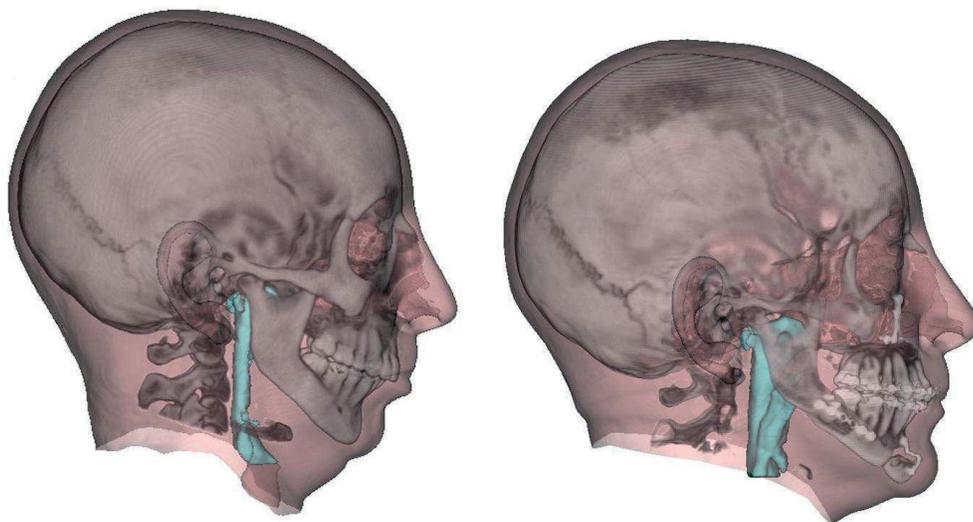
Tomografia inicial e final com destaque para as vias aéreas
